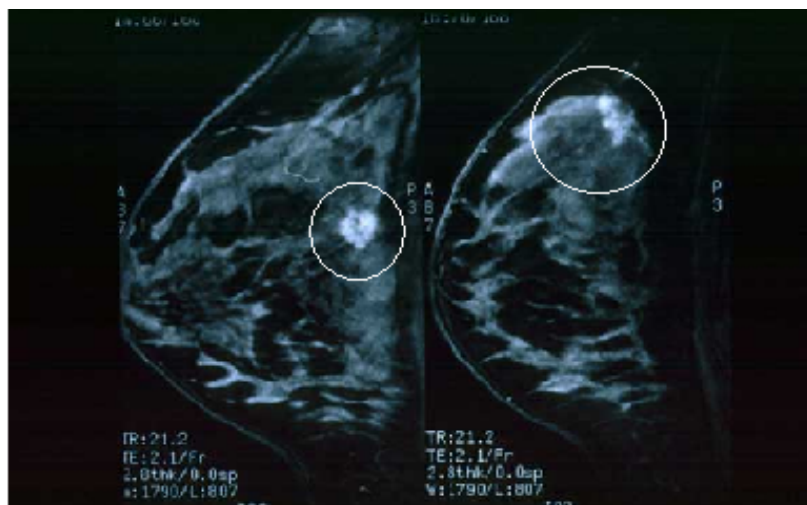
L'exploració del pit mitjançant una RMN mostra dues àrees anormals, que resulten ser càncer.
